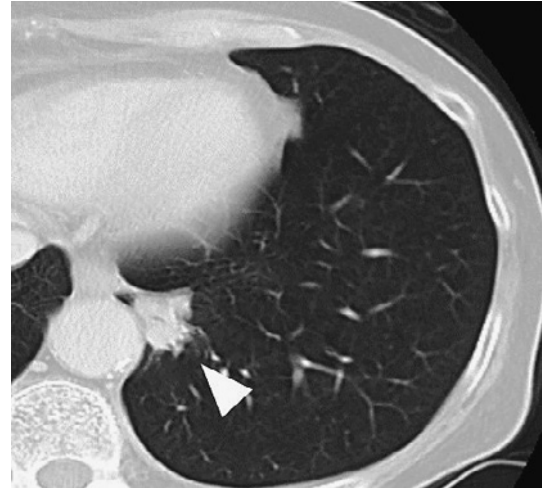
In March 2015, chest CT showed a solid, irregular nodular shadow measuring 1.9 cm in diameter in S¹⁰ of the left lung.
